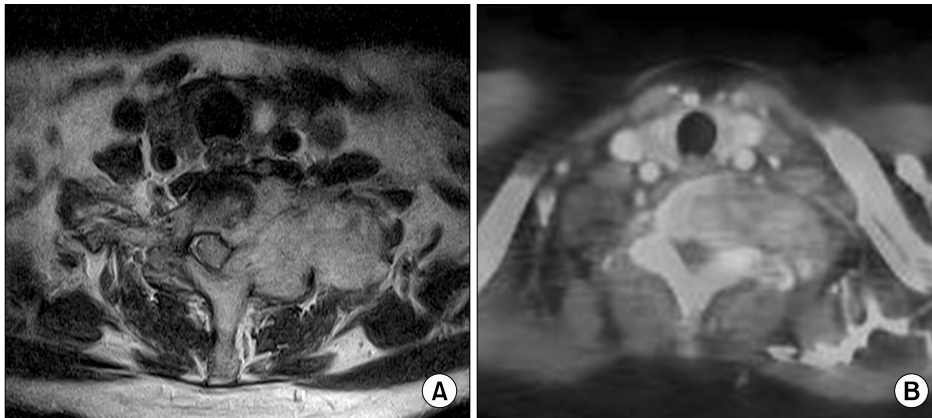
(A) Magnetic resonance imaging (T2 axial image) showing lobulated heterogeneous mass lesion with enhancement on C7 body, posterior column. Which destruct the adjacent bony structure and infiltrate into soft tissue. (B) 18F-fludeoxyglucose positron emission tomography demonstrating hypermetabolic masses in right thyroid gland and C7 body extending to the paravertebral space.
